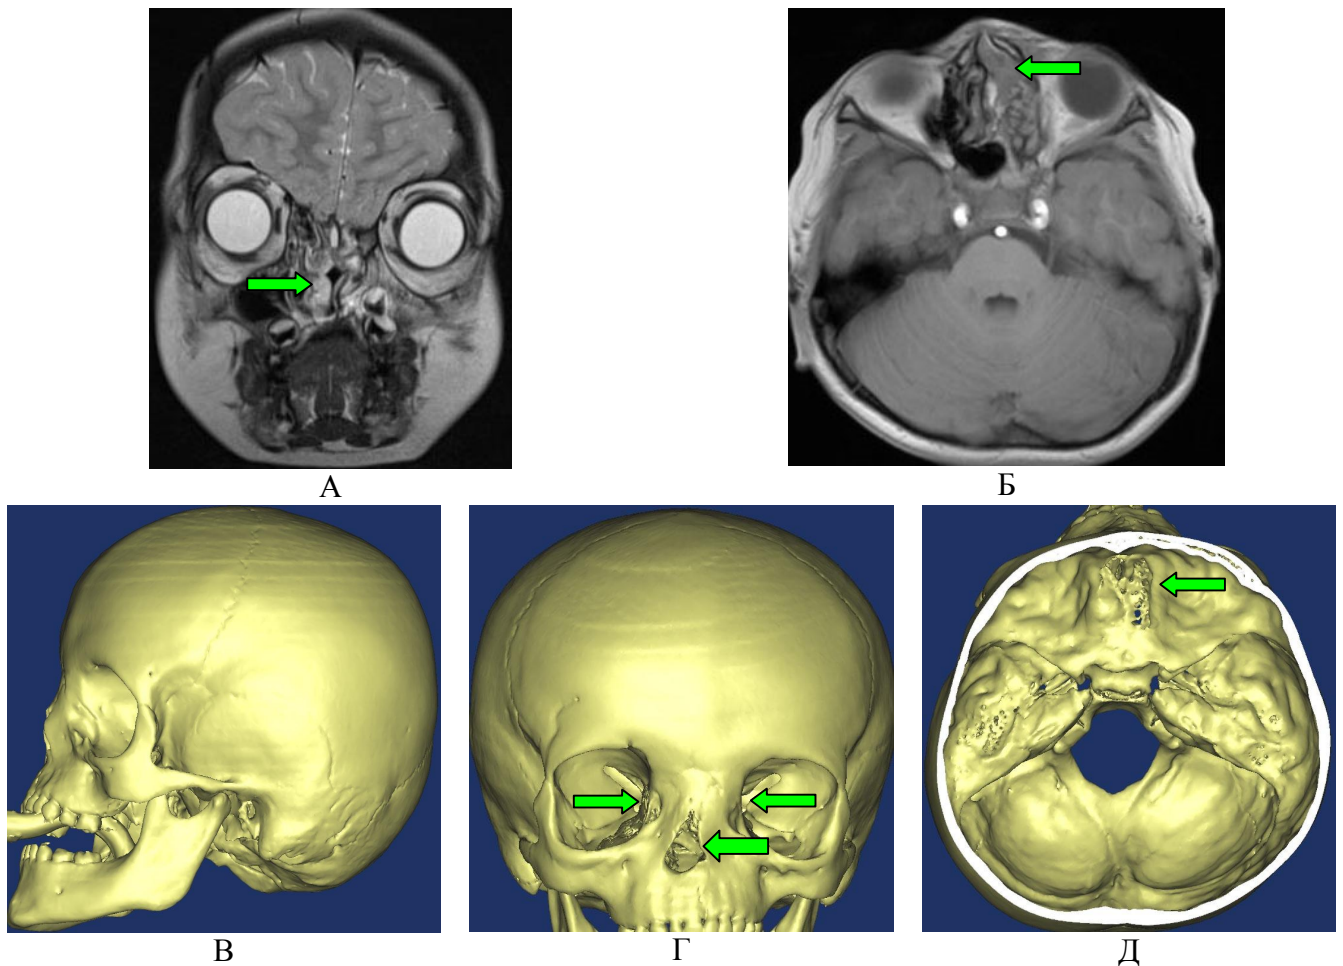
Пациент Ш-в, 4 года. Пациент с врожденным дефектом основания черепа: А – МРТ-изображение (фронтальный срез) в режиме Т1 стрелкой указано образование носовой полости, Б - аксиальный срез в режиме Т1 стрелкой указано образование правой половины носовой полости, В – изображение 3D-реконструкции черепа в боковой проекции видна деформация фронто-назо-орбитальной области, гипоплазия носовых костей, Г - изображение 3D-реконструкции черепа пациента в прямой проекции, стрелками показана деформация фронто-назо-орбитальной области – расширение межорбитального расстояния, асимметрия грушевидного отверстия, Д - изображение 3D-реконструкции основания черепа видна деформации основания передней черепной ямки в области ситовидной пластинки
